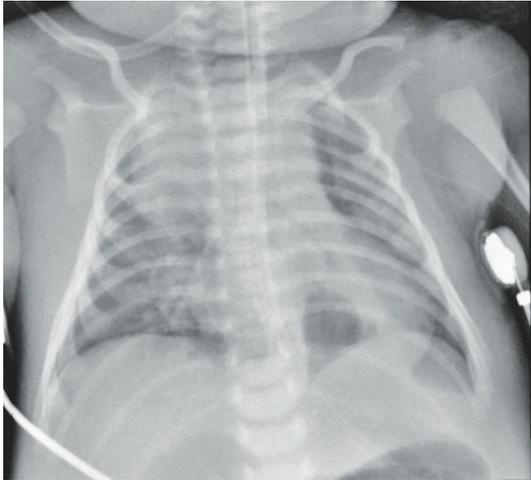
Radiografía de tórax: compromiso de clavícula derecha con patrón permeativo lítico que compromete la clavícula con aspecto fragmentado e importante edema de tejidos blandos. La imagen sugiere osteomielitis vs compromiso de histiocitosis y luxación acromio-clavicular, persistencia de ensanchamiento mediastinal. Se observa otra lesión lítica en olecranon y metáfisis proximal del cúbito con extenso edema de tejidos blandos.
